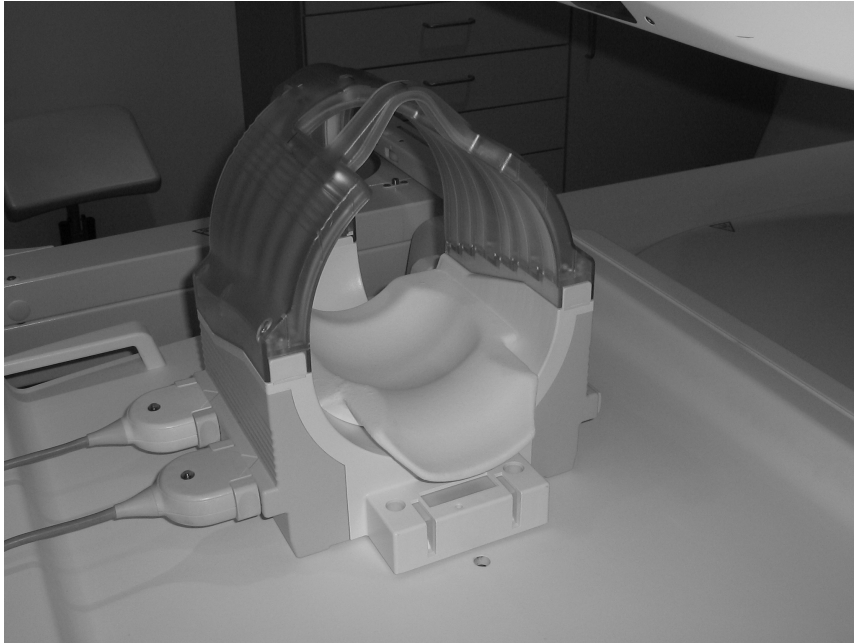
Die verwendete Kopfspule am MRT Concerto.
